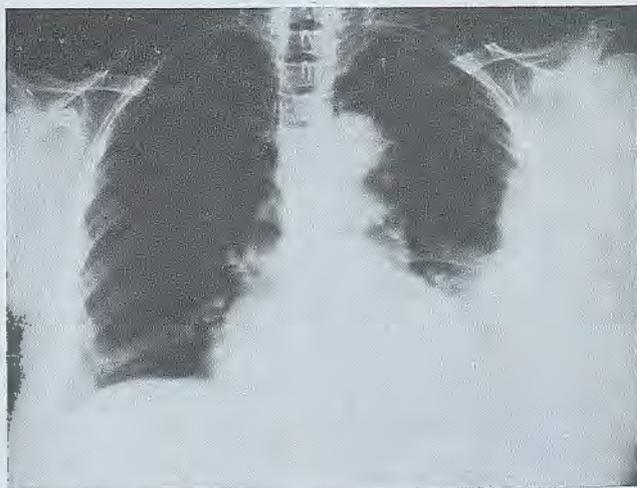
Radiografía anteroposterior de tórax con imagen lobulada densa paracostal en hemitórax izquierdo.
